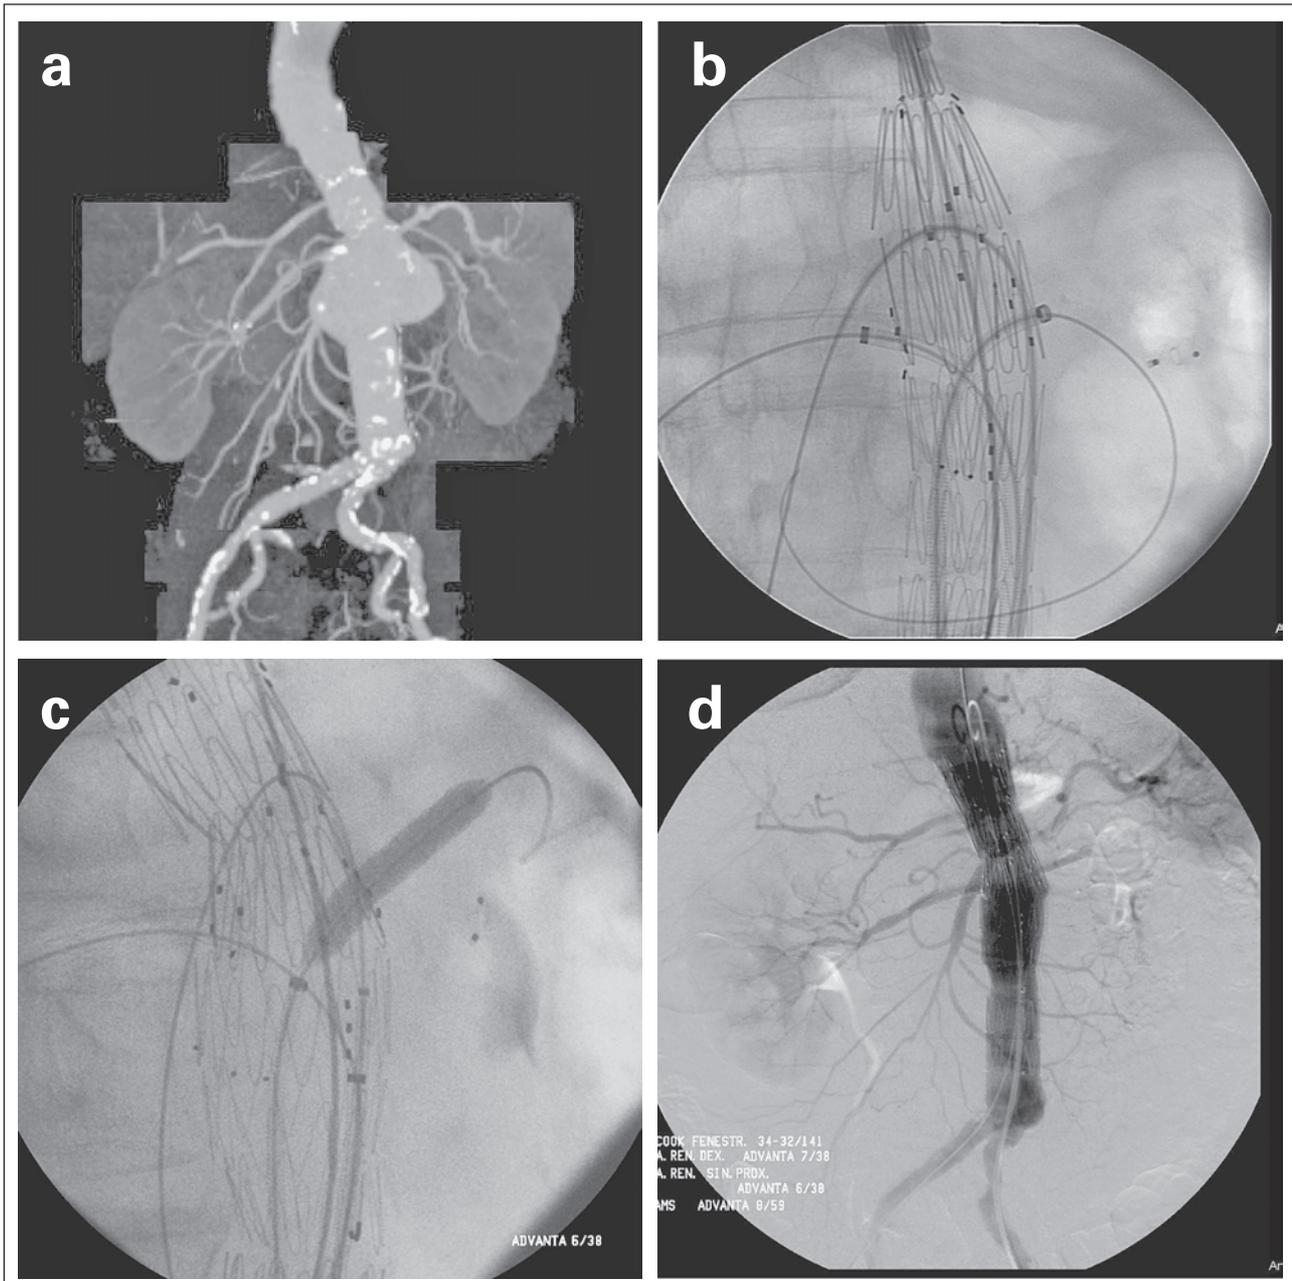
Implantation einer fenestrierten Endoprothese. (a): CT-Rekonstruktion des thorakoabdominellen Aneurysmas; (b): partiell abgesetzte Endoprothese, Sondierung der Nierenarterie und der A. mesenterica superior, Einlegen von Schleusen; (c): nach voller Entfaltung der Endoprothese Absetzen der Überbrückungs-Stent-Grafts; (d): Abschlussangiographie.
